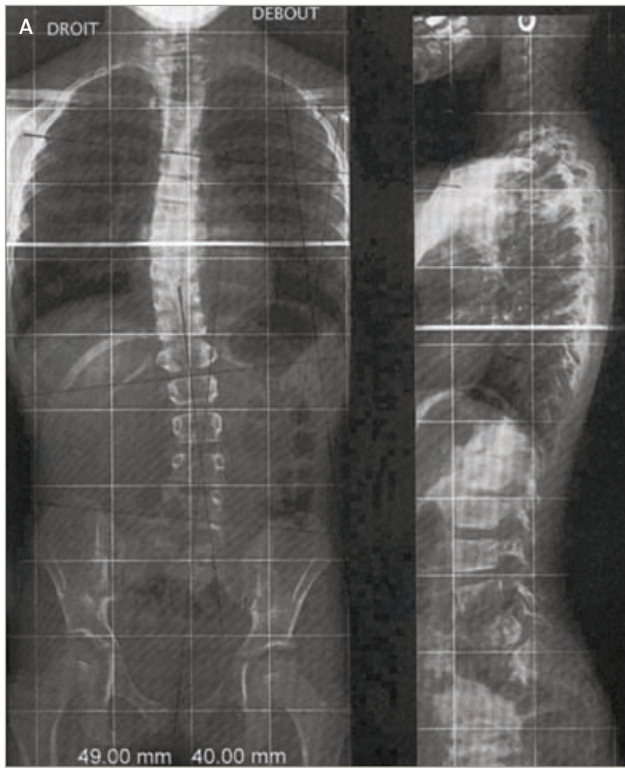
Radiografía de una niña de 9 años con maloclusión de Clase II y escoliosis. (a) Radiografía de toda la columna vertebral que muestra una curvatura lumbar hacia dentro escoliótica con convexidad de 12° en el lado izquierdo y, en el nivel torácico, una rotación vertebral mínima de 13° . (b) Estudio cefalométrico de perfil que muestra la maloclusión de Clase II asociada con una retrusión de la mandíbula y una leve protrusión maxilar. (c) Cefalograma de frente que no muestra signos notables de asimetría.
